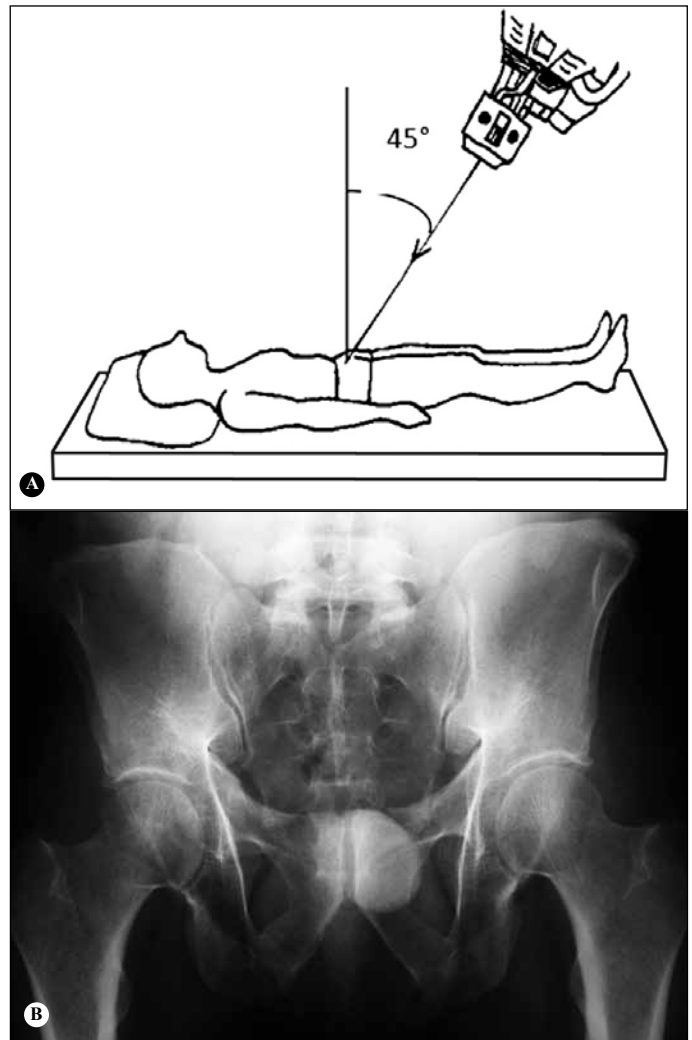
Incidência outlet da bacia. A) Paciente em decúbito dorsal horizontal, com raio incidente no sentido caudo-cranial com angulação de 45°. B) Radiografia em incidência outlet da bacia.
